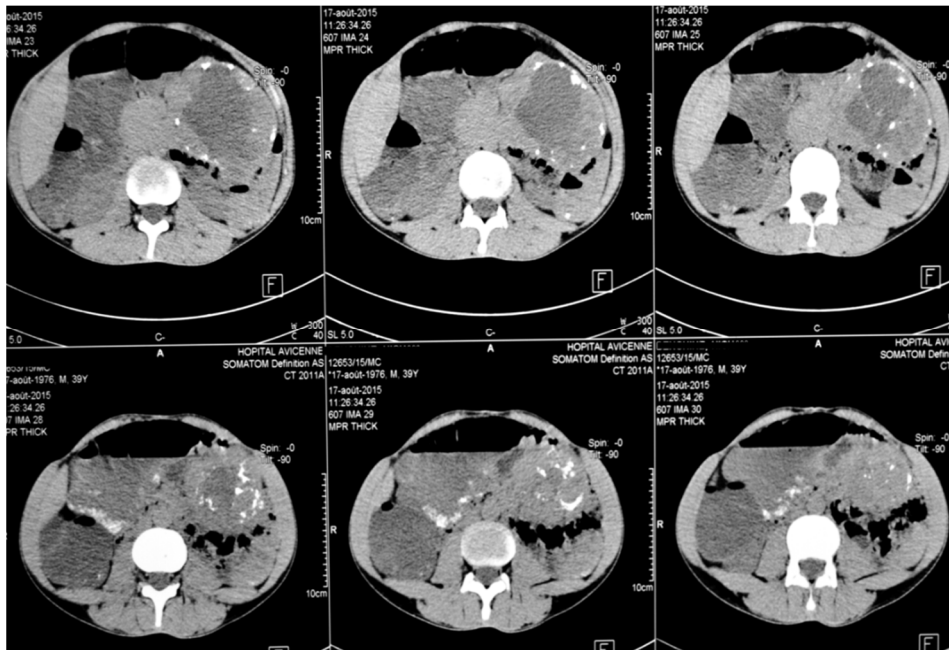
TDM après injection de produit de contraste – Prise de contraste périphérique de la masse pancréatique
